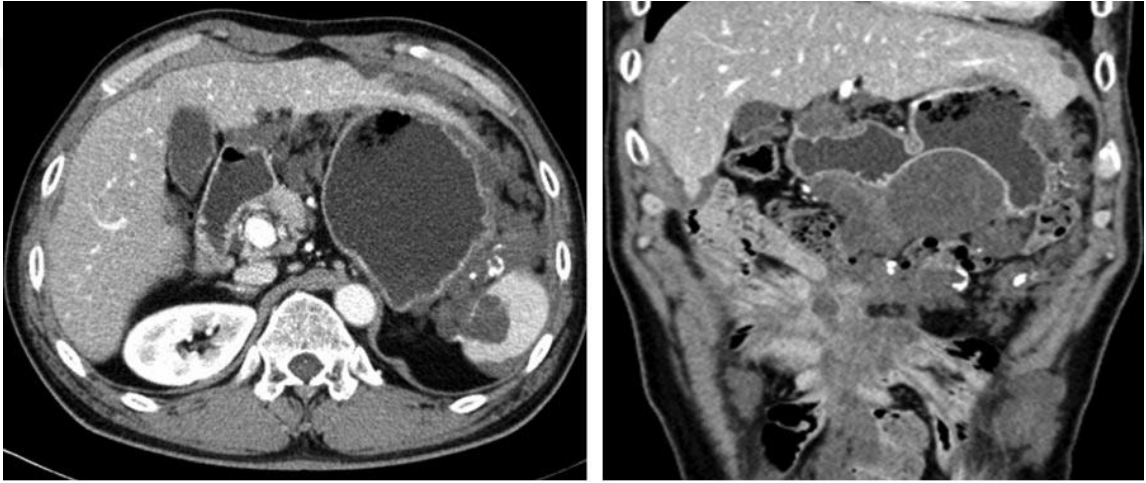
22 yaşında erkek hastada peritonitis karsinomatoza. Aksiyel ve koronal BT kesitlerinde asit, diffüz nodüler kalınlaşma (omental kek) (ok işaretleri) ve anormal mide duvar kalınlaşması (ok başı) görülüyor. Bulgular mide kanseri ve peritoneal yayılım ile uyumludur.
